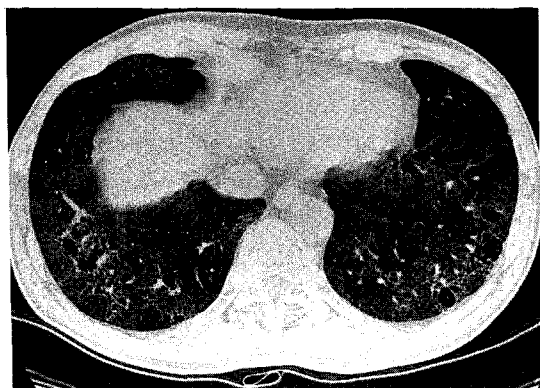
Lung window of high-resolution CT scan obtained at level of the liver dome shows patchy area of ground-glass attenuation, panlobular and centrilobular emphysema, irregular linear opacity in both lungs.
